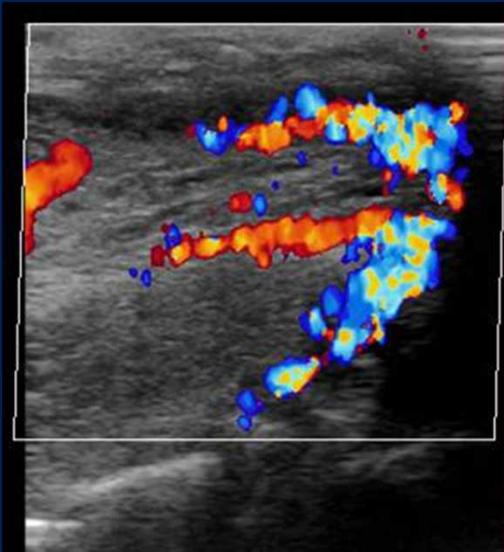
Compromiso del glande y del cuerpo esponjoso con aumento de la vascularización a nivel de la submucosa uretral al Doppler color.
